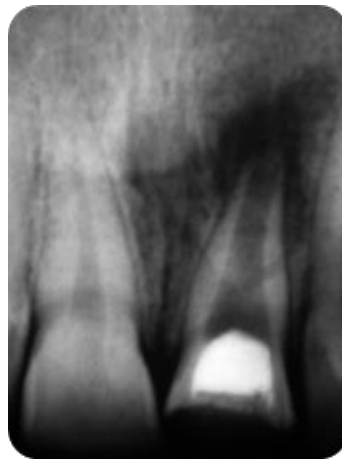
Radiografía preoperatoria donde se observa incisivo central superior izquierdo con fractura coronaria, ápice inmaduro y lesión periapical
